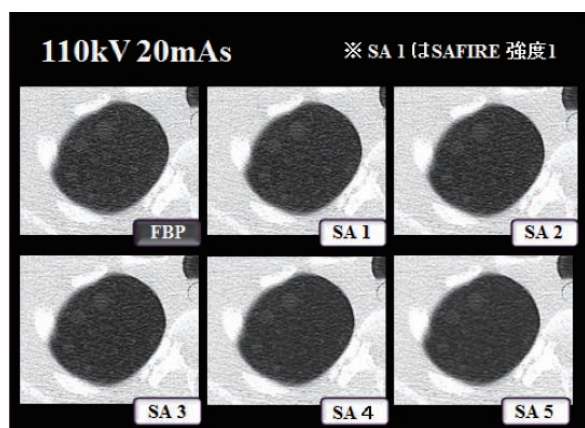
$\Delta$  CT値 = 100 HU
